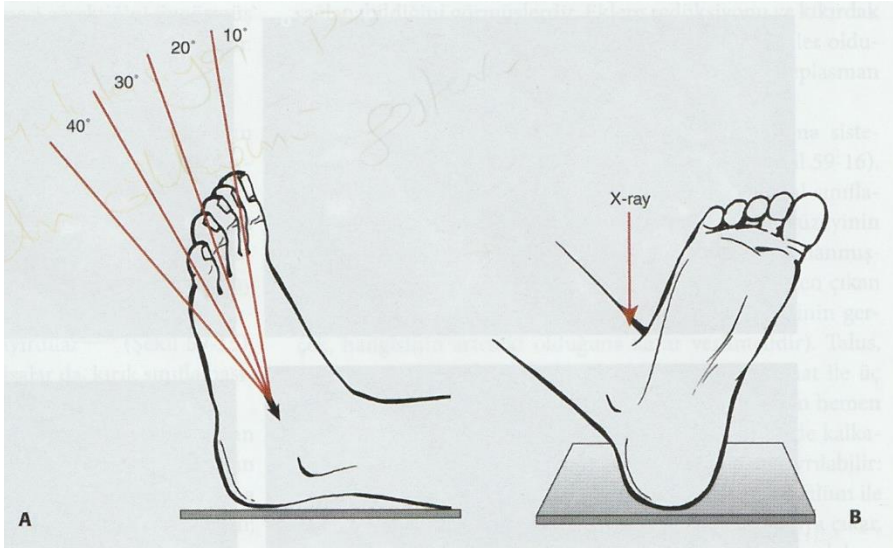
26. Kalkaneusun lateral ve aksiyel grafisi (harris grafisi)
